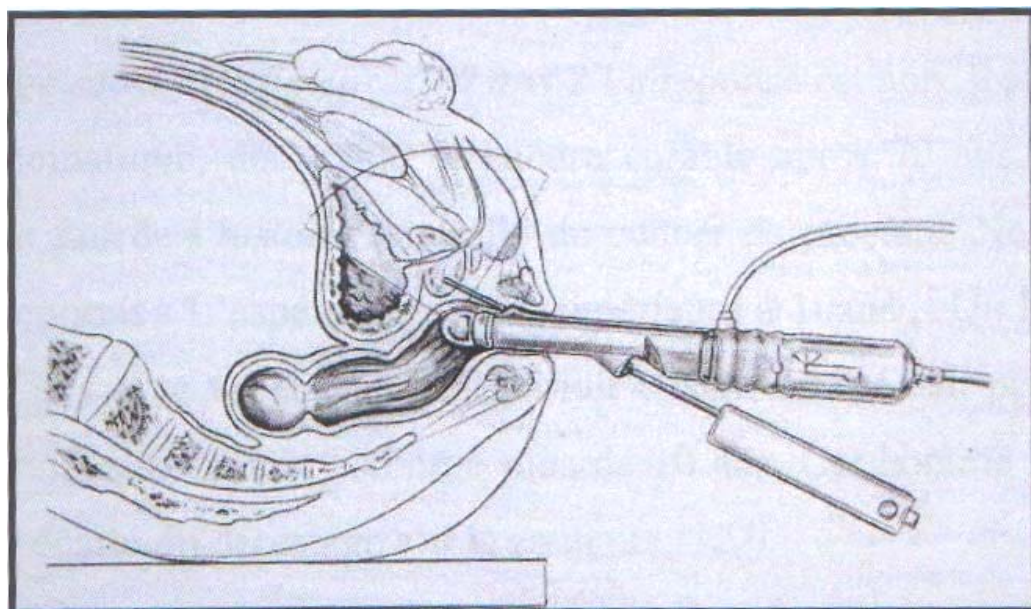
Biopsie prostatique par voie endorectale sous contrôle échographique.
